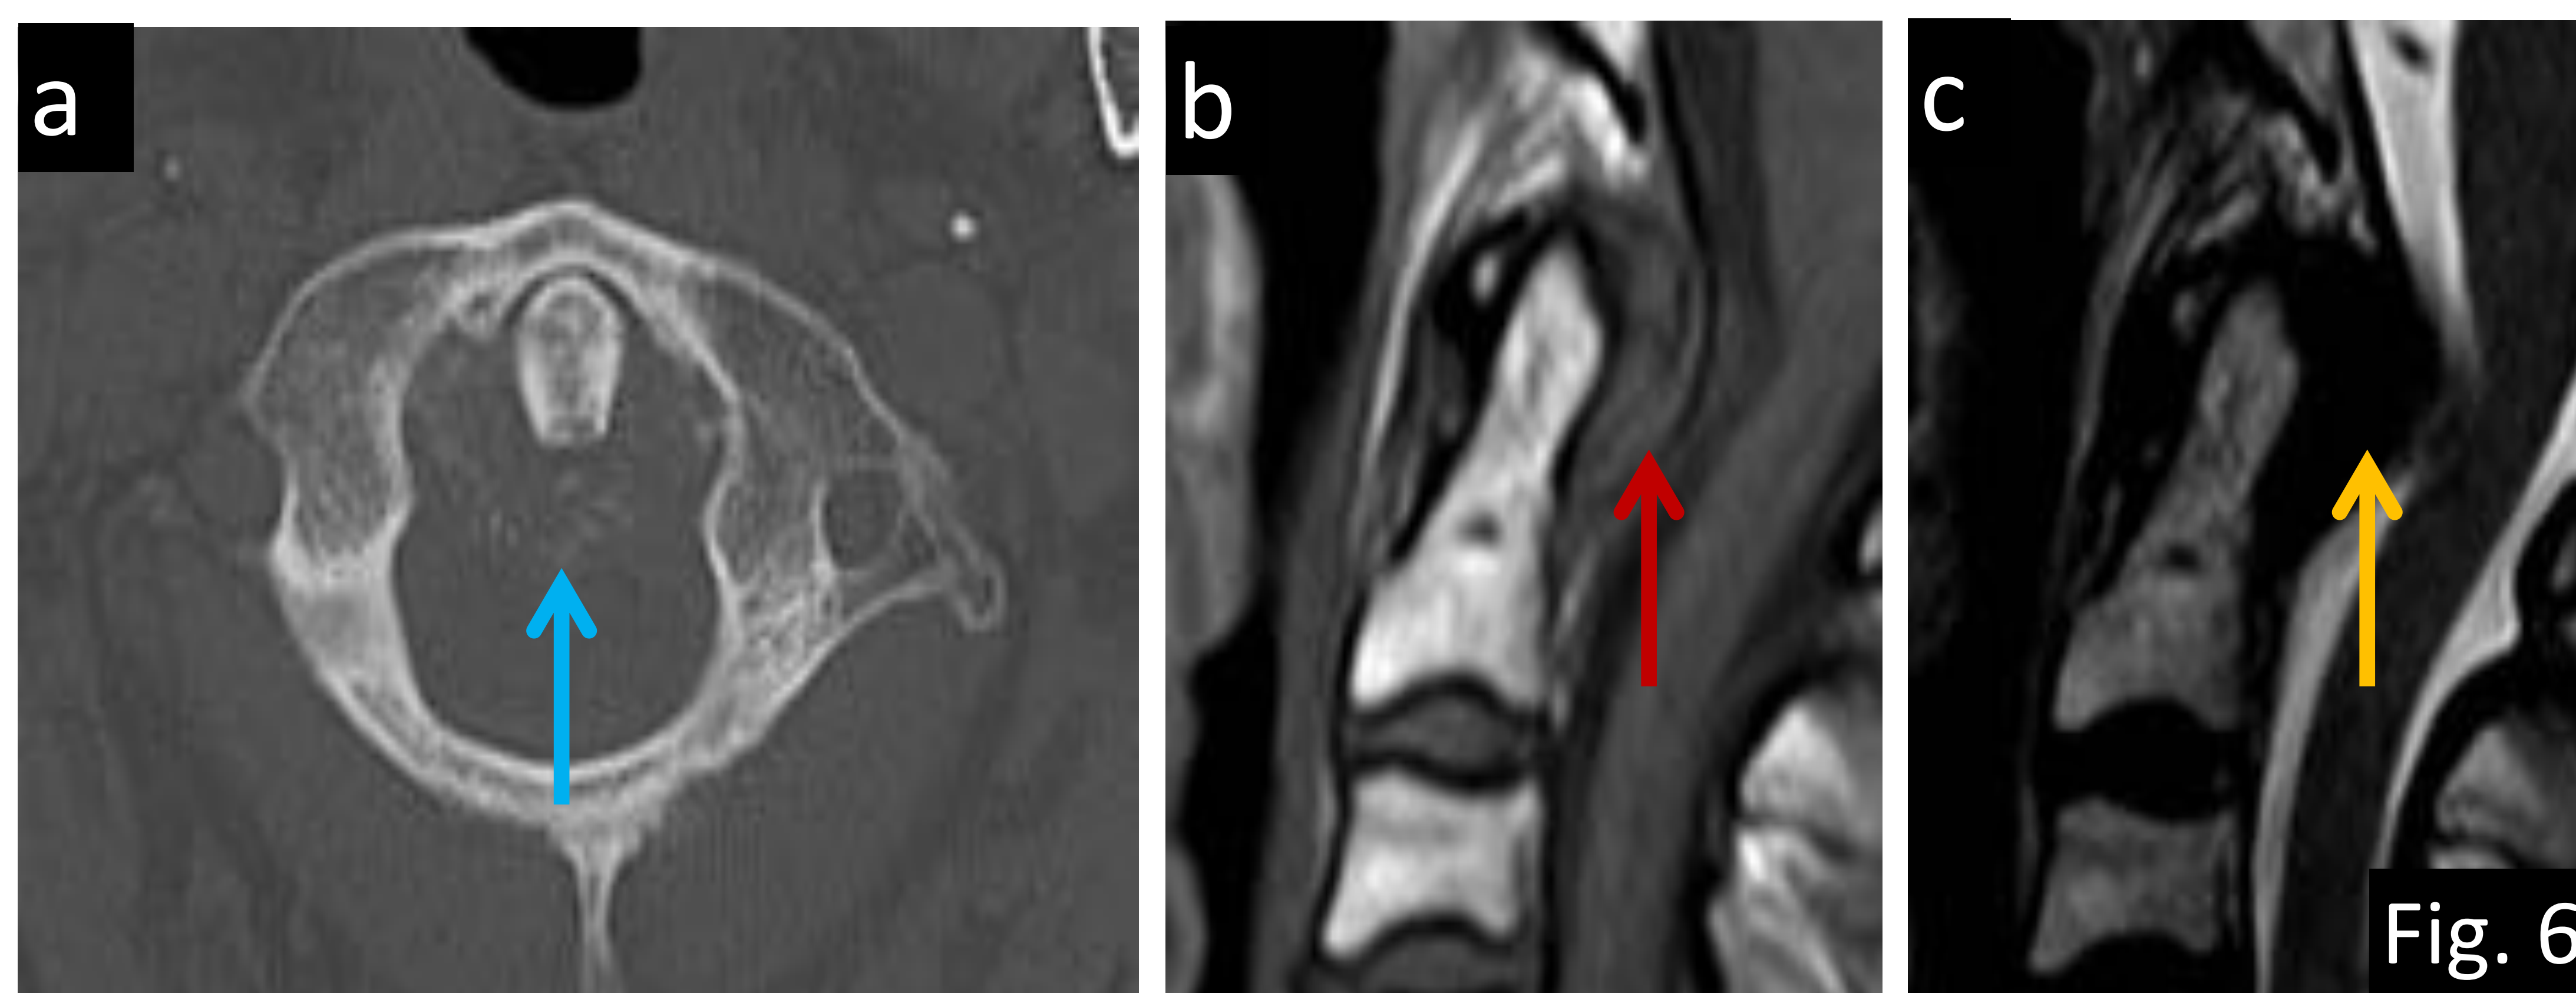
El pseudotumor periodontoideo es una artropatía asociada al depósito de cristales alrededor de la apófisis odontoides en pacientes mayores. a) TC axial con ventana hueso donde se demuestra una calcificación grosera en el ligamento transversal de la articulación C1-C2 (flecha azul). b) sagital T1: se muestra lesión con señal iso-hipointensa posterior a la apófisis odontoides (flecha roja) y en c) sagital T2 la lesión es hipointensa con discreto efecto de masa sobre la médula espinal (flecha amarilla).
